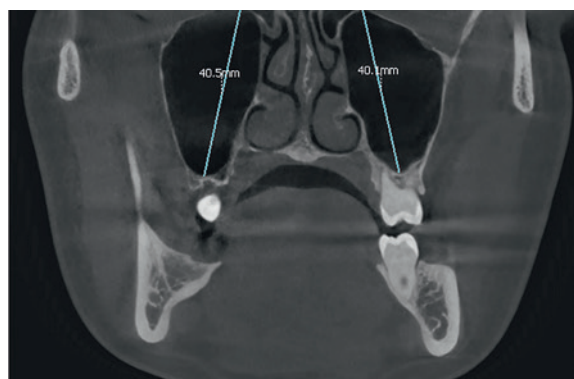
Конусно-лучевая КТ (корональный срез) с ориентирующими линиями и линейными измерениями высоты пазух
